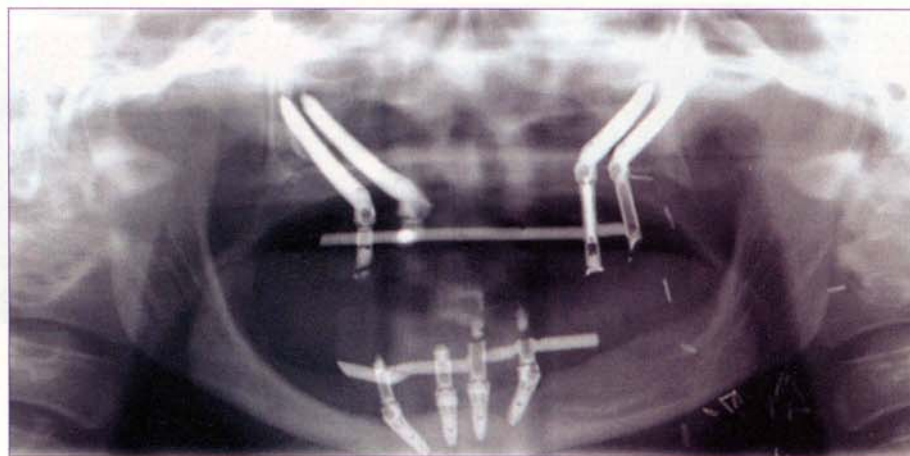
Ortopantomografia pós-operatória.
